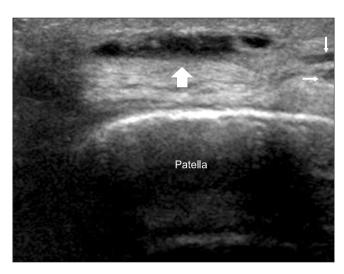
Sonograph shows an anechoic lesion (large arrow) with a peripheral echogenic wall on the prepatellar area and two small cysts (small arrows).
